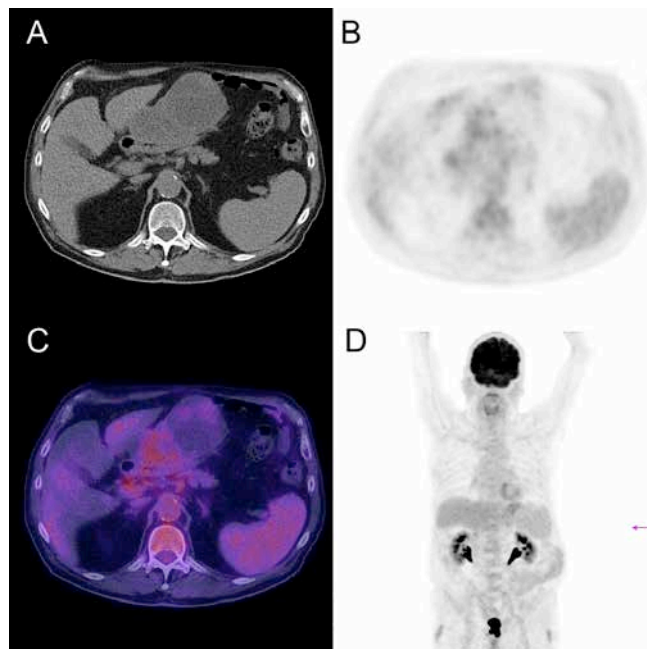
A-D: FDG-negative paraesophageal tumor with a central area of the tumor with a maximum SUV of 4,2.
